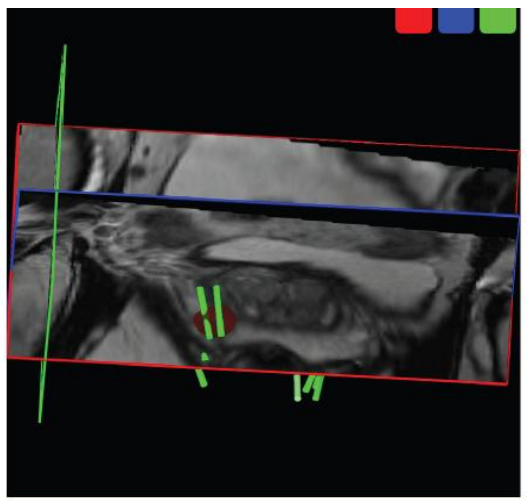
Fusion des biopsies guidées réalisées en TRUS sur les coupes IRM
